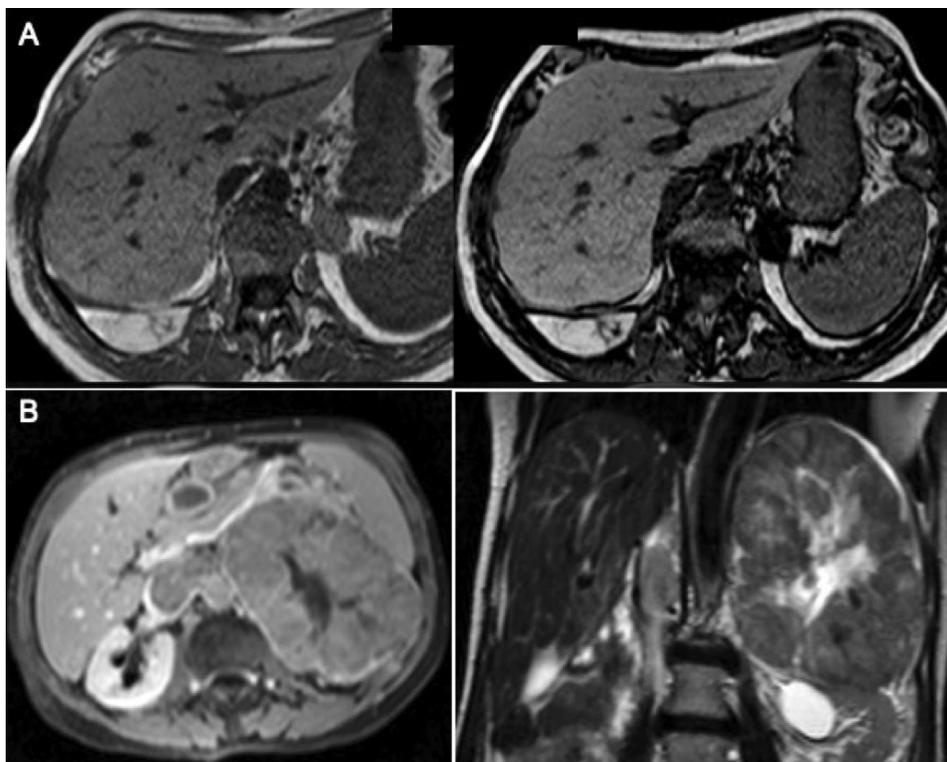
Les différents aspects d'une tumeur surrénalienne en IRM
